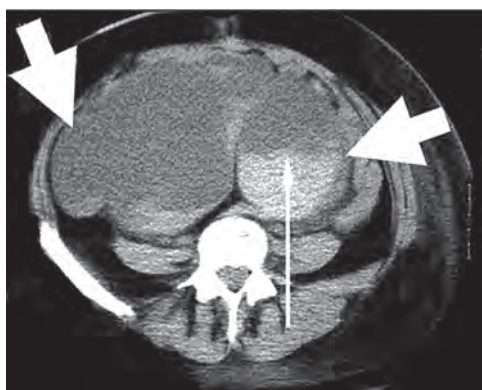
Компьютерная томограмма пациентки с гигантскими нагноившимися кистами яичников (обозначены стрелками), обусловившими развитие абдоминального компартмент-синдрома
